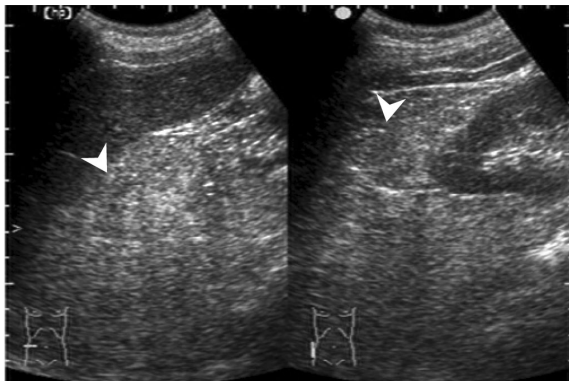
Abdominal ultrasonogram shows a widening of hepatorenal recess and suspicious echogenic lesion (arrowheads).
